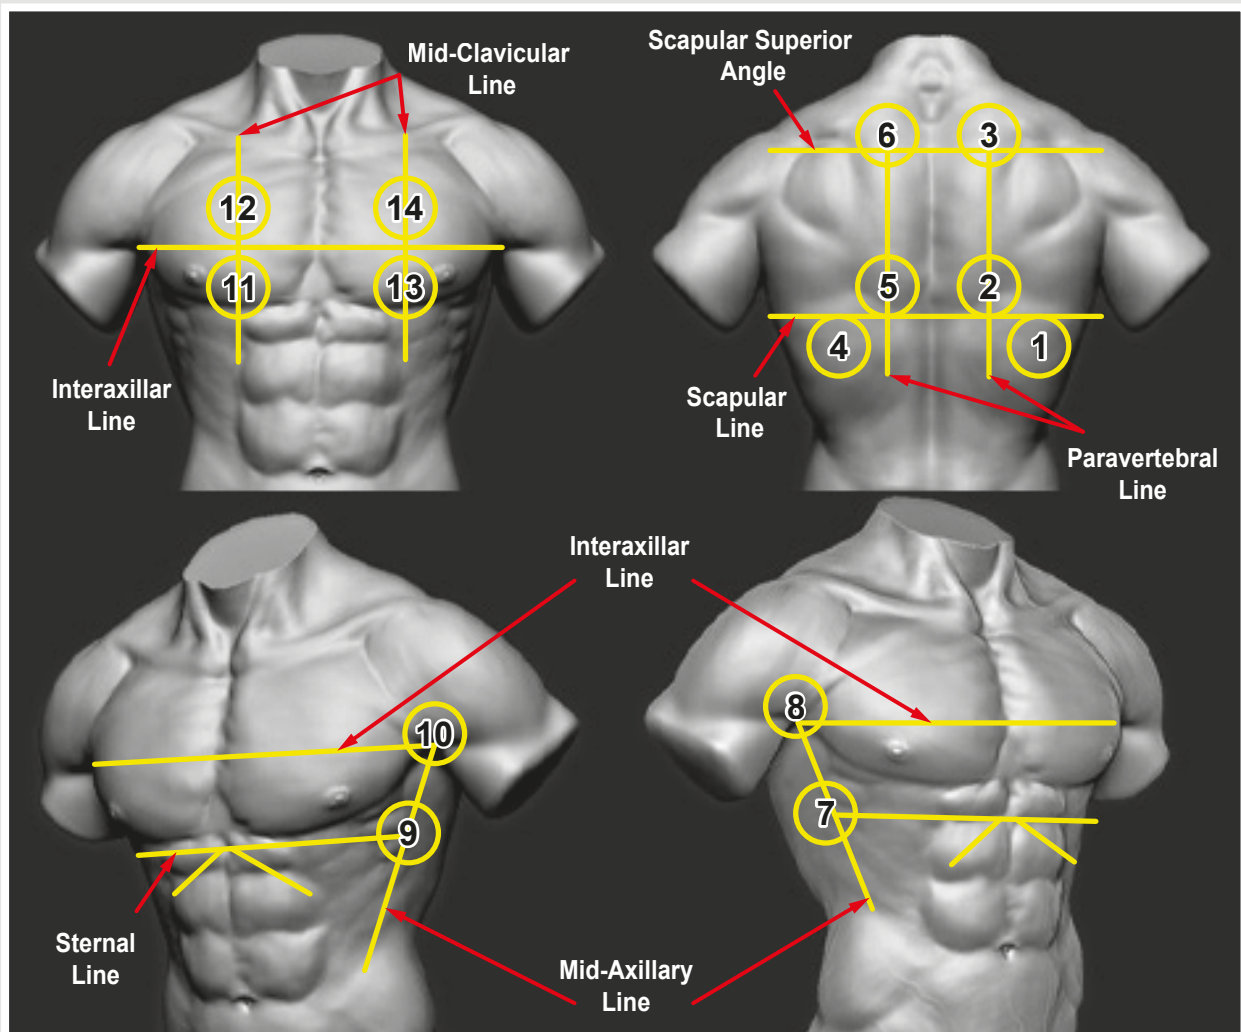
Standardized areas of lung ultrasound in patients with COVID-19 [13].
